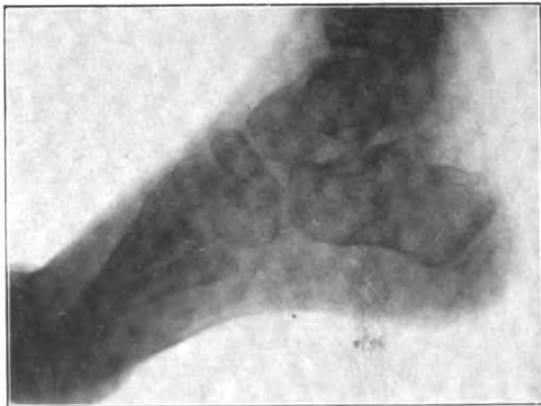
Derselbe Fall wie Fig. 40a. Röntgenbild eines Hackenhohlfußes nach der Behandlung Osteotomie des Calcaneus. (Beobachtung v. Lange.)
